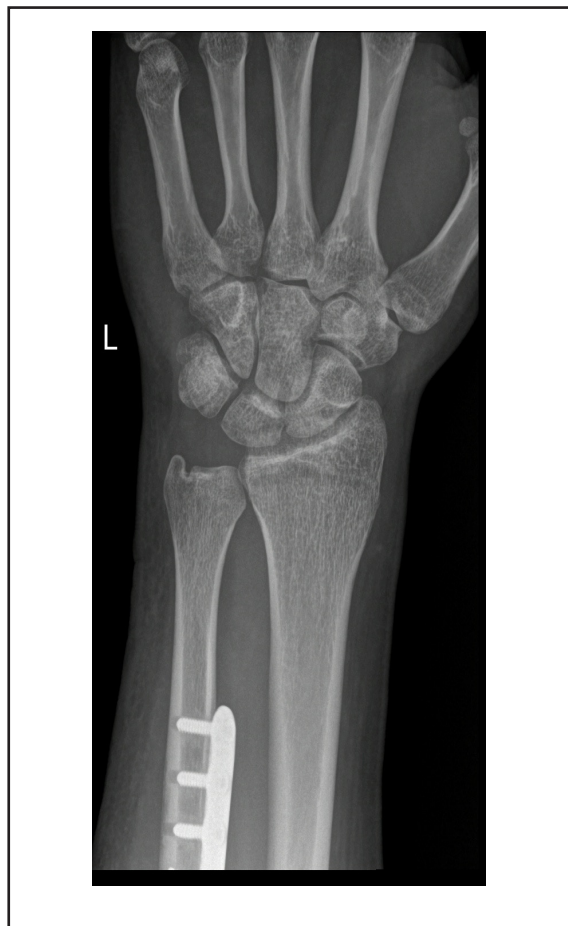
Radiografía anteroposterior de muñeca izquierda de control.
